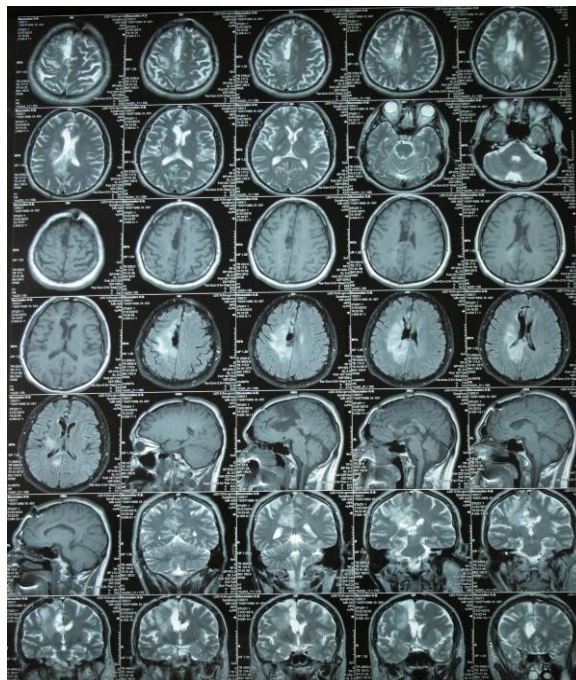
МРТ от 21.01.2013 г. Положительная динамика в виде незначительного уменьшения размеров образования по сравнению с предыдущим МРТ
